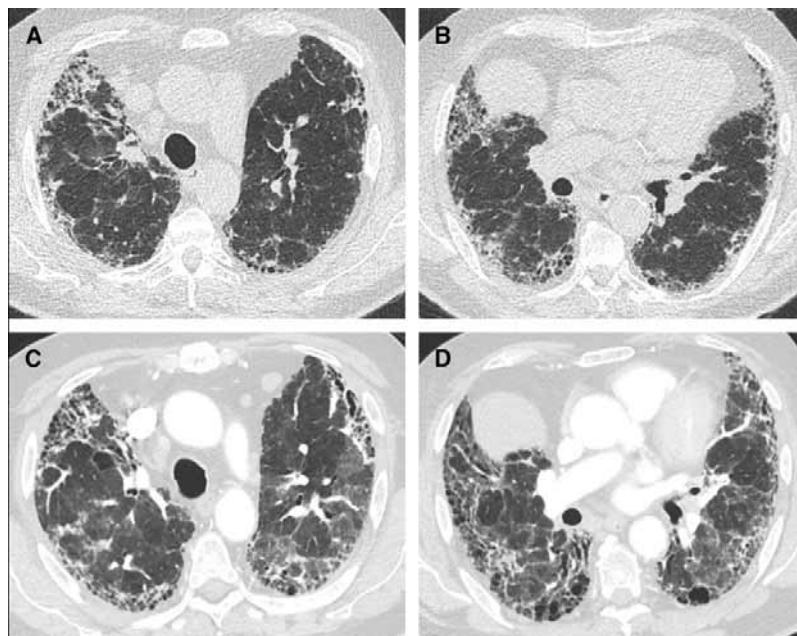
Обострение идиопатического легочного фиброза: А, В — поперечные компьютерно-томографические срезы верхних и средних областей легких; С, D — при обострении появились новые двусторонние уплотнения по типу «матового стекла» на фоне паттерна обычной интерстициальной пневмонии
